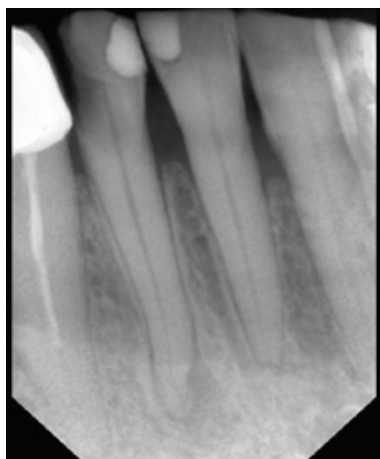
Рентгенологический снимок 4.2 зуба до лечения
